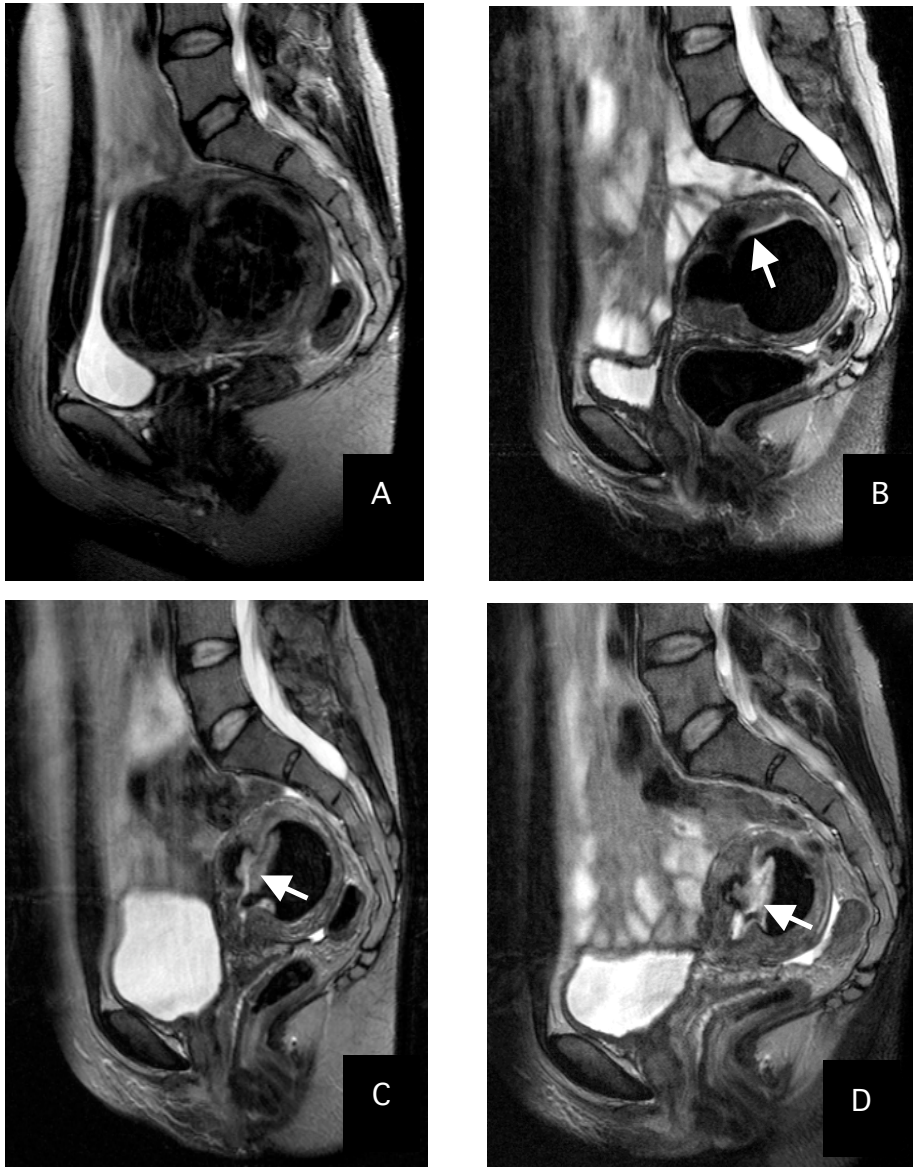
Kernspintomographische Aufnahmen eines Uterus myomatosus vor & nach UAE
